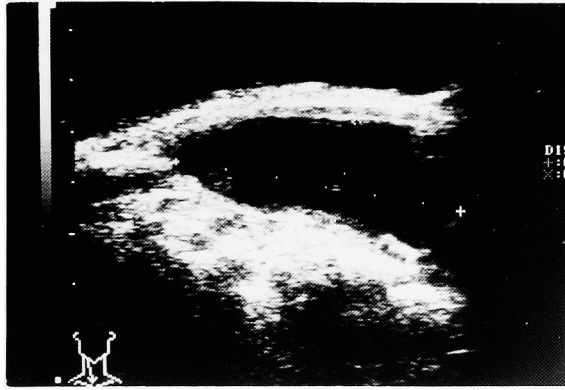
Ultrasonography showed cystic mass lesion.
